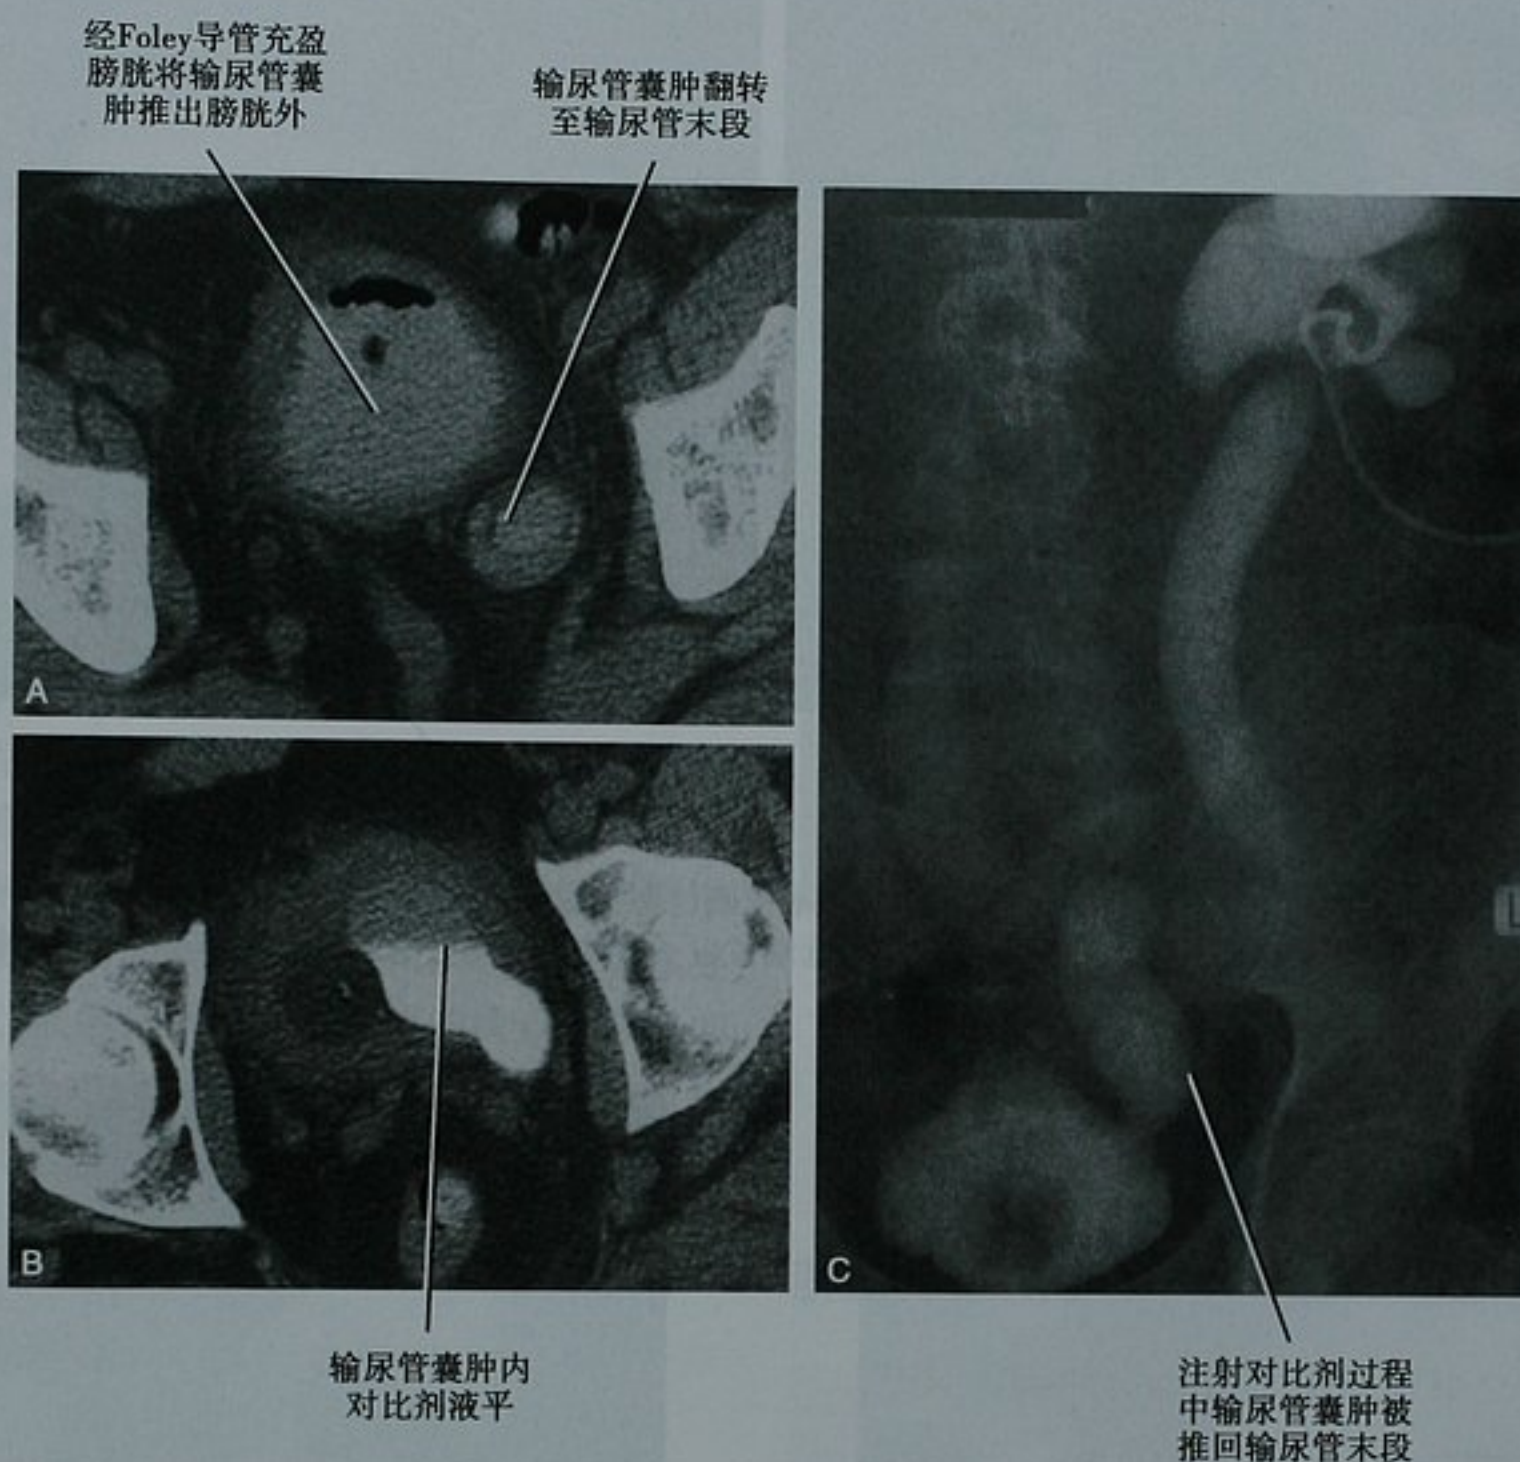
一位 52 岁尿路梗阻的男性患者行(A)CT 膀胱造影和(B)经肾造瘘管逆行 CT 肾盂造影的横断位图像显示了一个翻转的输尿管囊肿;C. 透视下经导尿管同步注射对比剂明确了诊断
